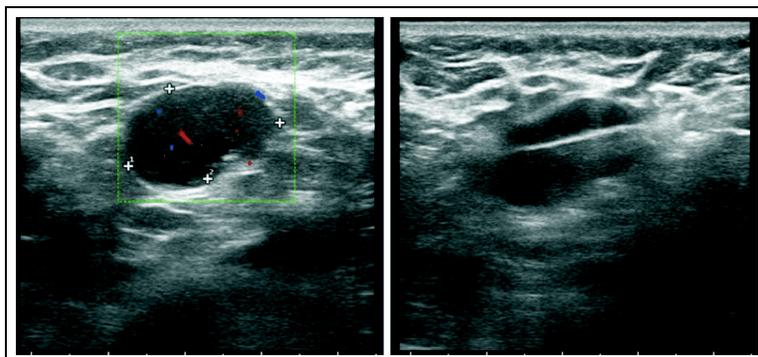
Adenopatía axilar. Reemplazo hilar total BRN-5. Doppler positivo. Core biopsy. AP: Infiltración por neoplasia maligna. DA confirmado.
